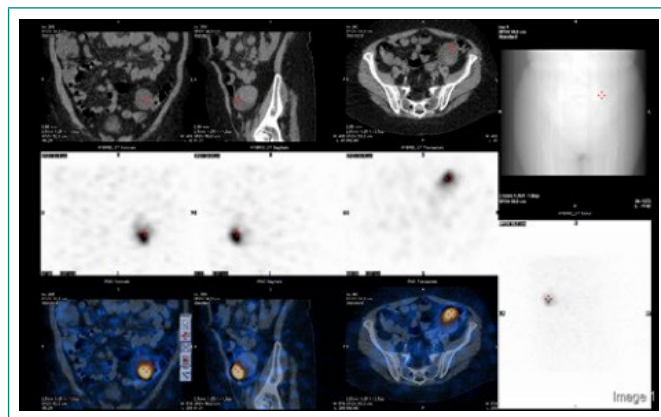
SPECT-TC abdominal de baja dosis para localización anatómica
